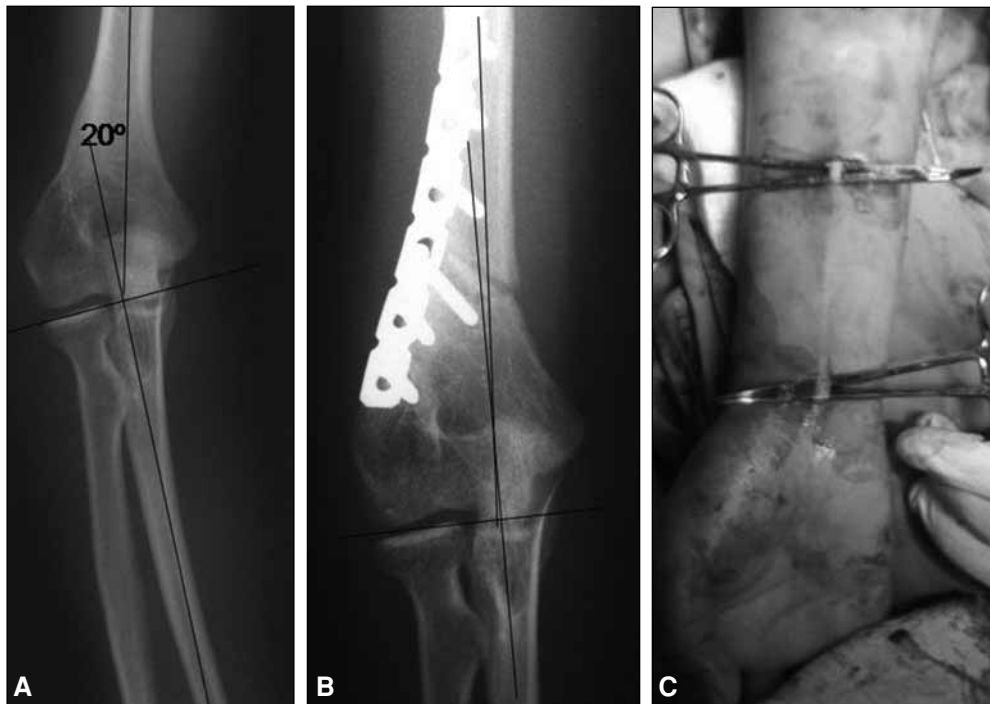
Caso clínico 1. A. Radiografía de frente preoperatoria. Varo de 20°. B. Radiografía pososteomía con varo de 5°. C. Toma de injerto de palmar menor para la reconstrucción ligamentaria.
